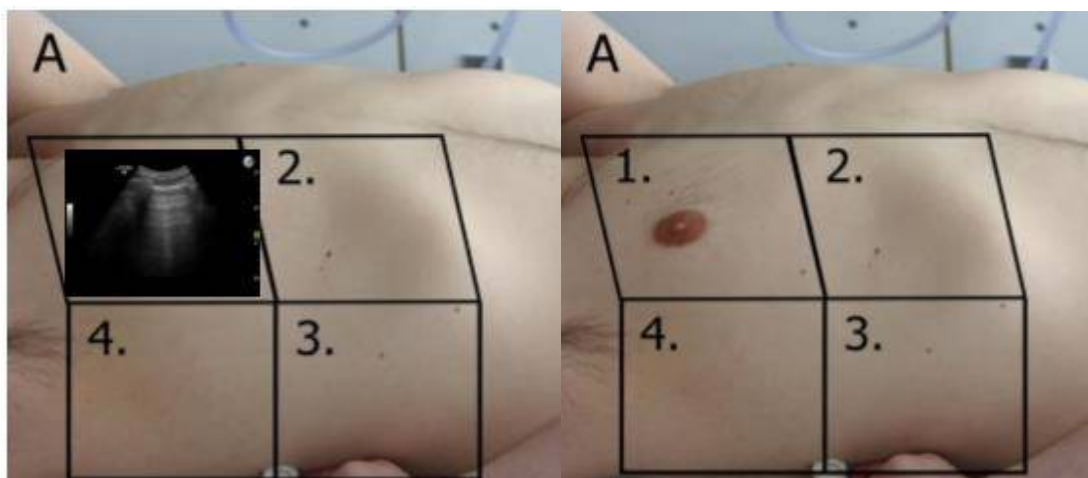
Beberapa teknik pengambilan ultrasonografi paru
